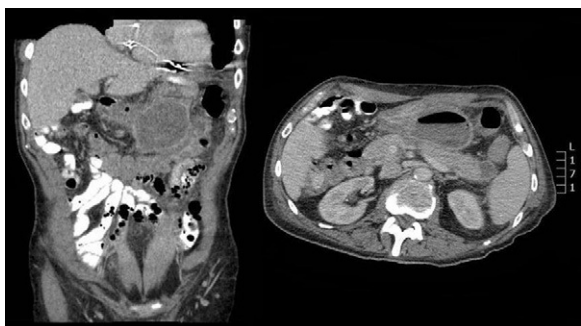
Imagen de TC correspondiente a pseudoquiste pancreático al momento del diagnóstico.
